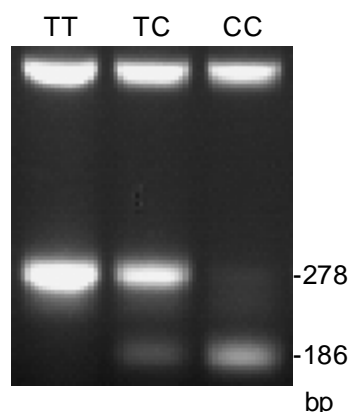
Polymorphismus GPIIIa 196 T/C Verdau des Produktes eines Multiplex-PCR mit der Restriktionsendonuklease *Msp I* auf einem Agarose-Gel. Verdaumuster von Polymorphismus GPIIIa 196 T/C (Leu 33 Pro). Homozygot TT (Leucin/Leucin), Heterozygot TC (Leucin/Prolin), Homozygot CC (Prolin/Prolin).
